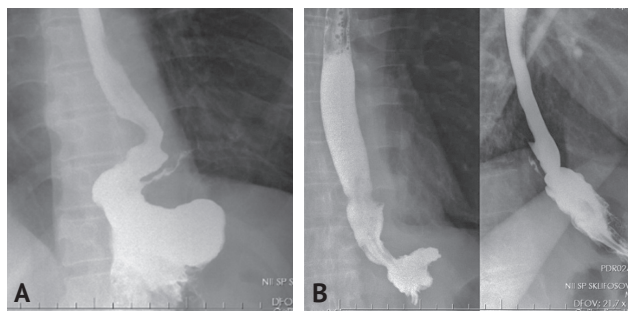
Пациент А., 51 год. А – рентгенограмма пищевода: пищевод свободно проходим, укорочен и несколько деформирован. Контрастирован извитой свищевой ход протяжённостью 5,2 см; В – рентгенограмма пищевода через 4 недели после проведённого лечения. Пищевод деформирован. Нарушения проходимости нет. Контрастное вещество за контуры пищевода не поступает
